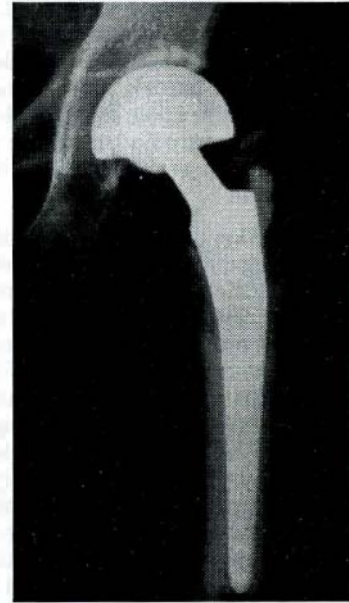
Bilateral kollum femoris kırıklı hastamızın postoperatif grafisi
